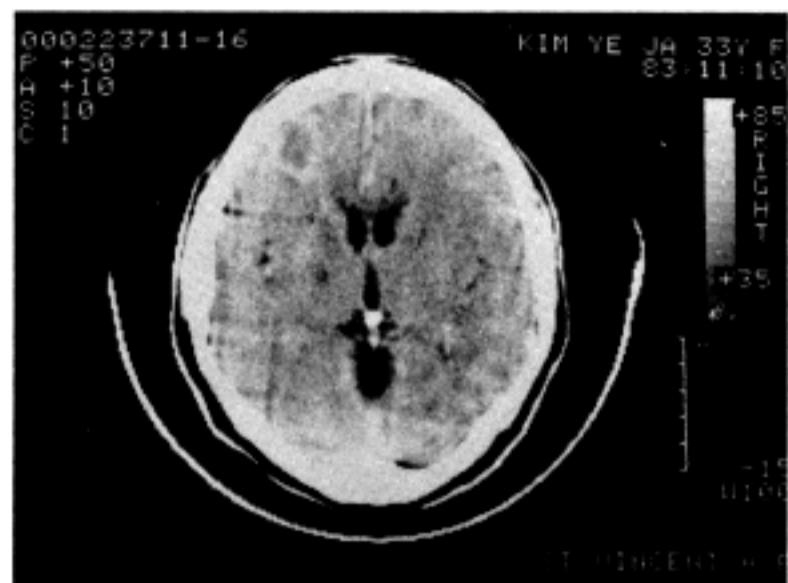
A CT scanning of brain, showing an ill-defined tumor mass on Lt. frontal lobe.
